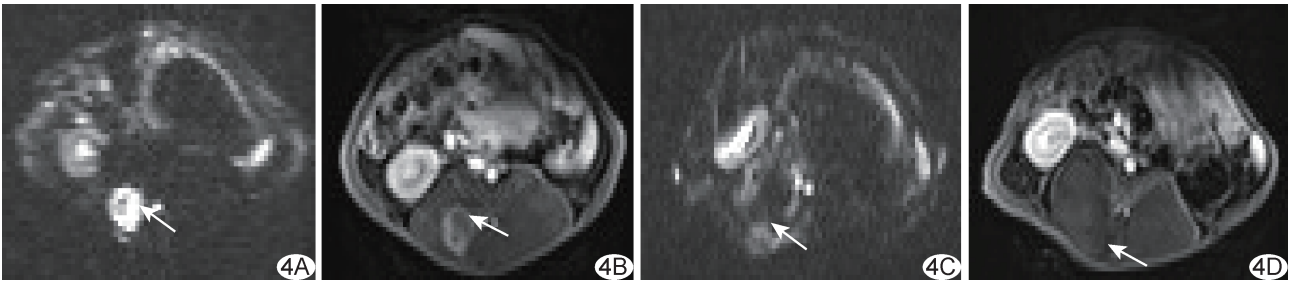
MWA 治疗兔椎旁右侧 VX2 肿瘤 A、B. 治疗前轴位 MR DWI 示病灶呈高信号(A), 增强后病灶呈轻-中度强化(B); C、D. 治疗后轴位 MR DWI 示消融区呈混杂低信号、周围混杂稍高信号(C), 增强后未见强化(D) (箭示病灶)
